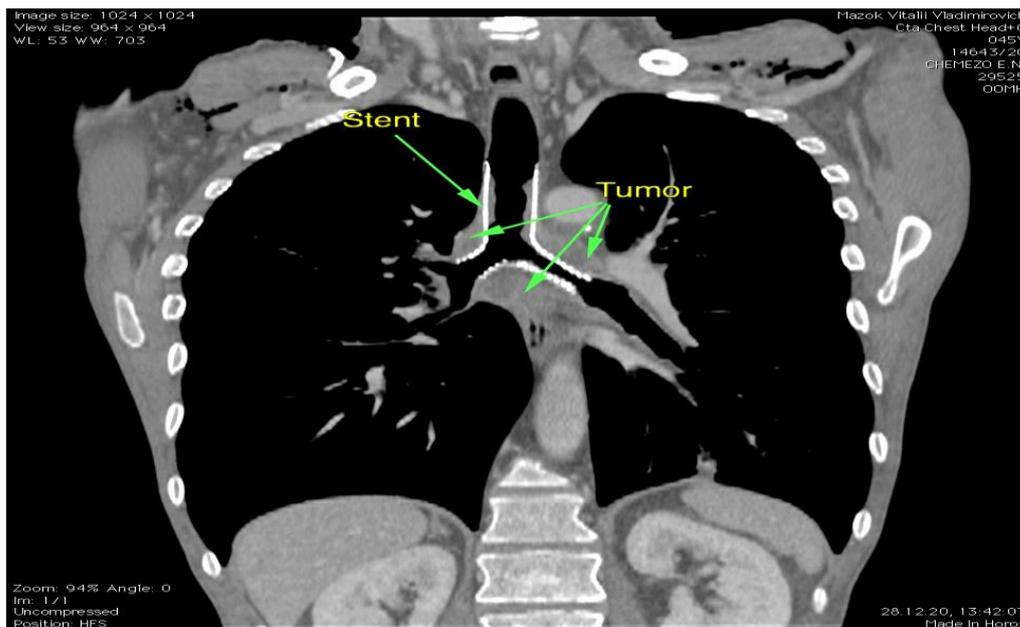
КТ после установки стента.
